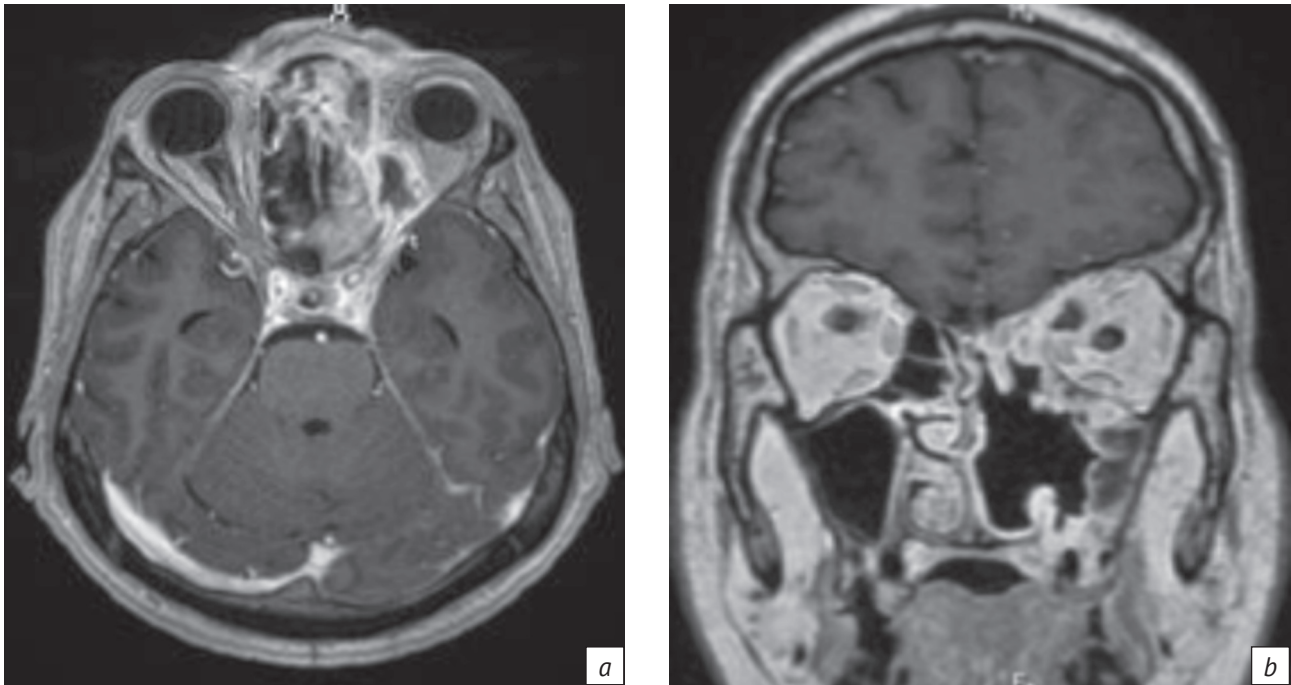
МРТ-изображения в режиме T1-ВИ в аксиальной (a) и коронарной (b) плоскостях после внутривенного введения контраста. Абсцесс заднемедиальных отделов левой орбиты с частичной компрессией зрительного нерва на уровне верхушки орбиты. Состояние после резекции носовых раковин слева
